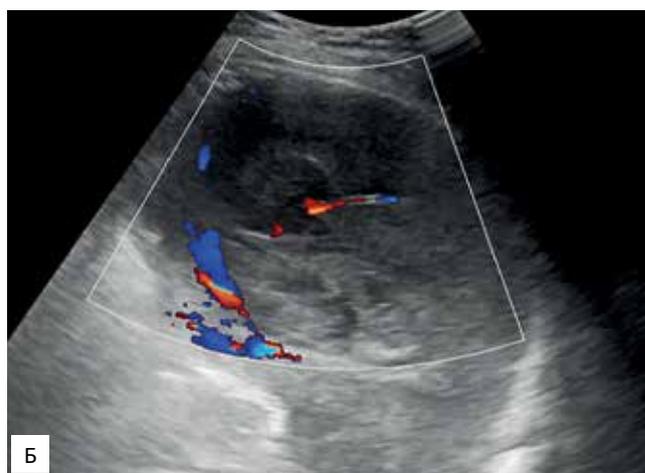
УЗ-томограмма селезенки. Метастазы рака яичника в селезенке: А — в В-режиме; Б — в режиме ЦДК
